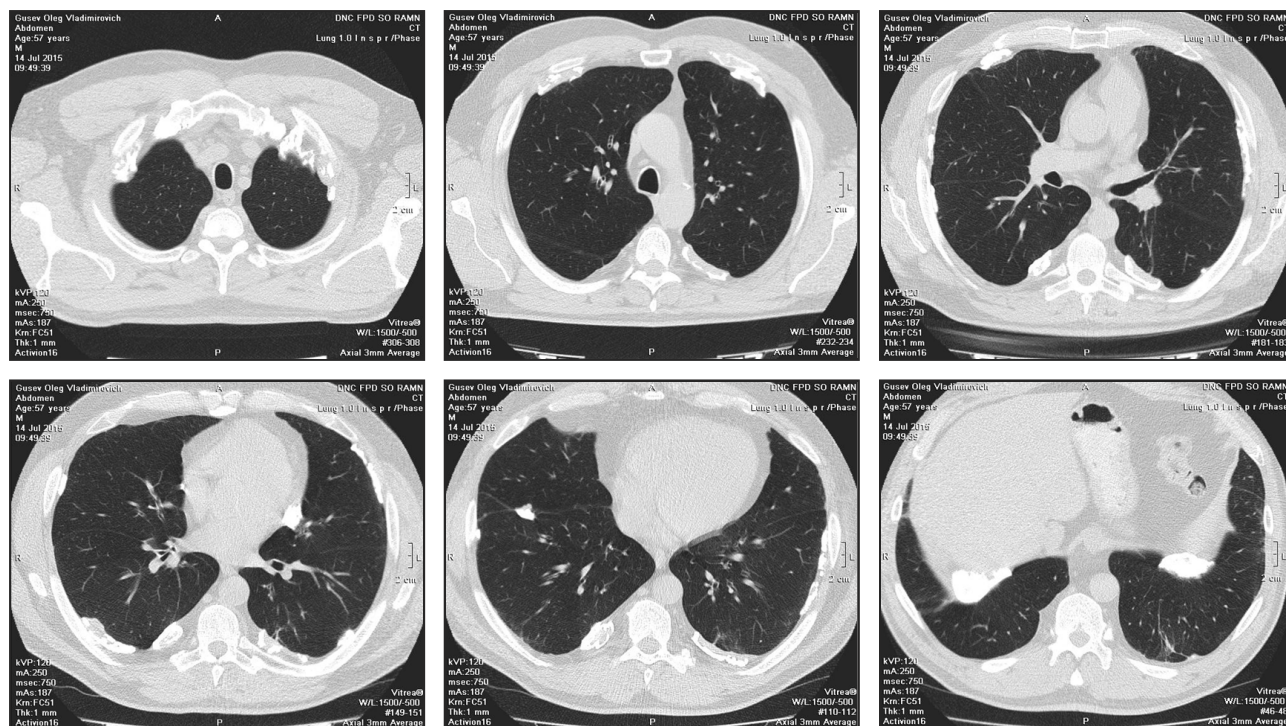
Асбестоз плевры. Серия аксиальных МСКТ-сканов в апикально-каудальной последовательности. Выявляется массивная, в виде бляшек, кальцификация костальных и междолевых плевральных листков. Изменений в трахеобронхиальном дереве и легочной паренхиме не выявлено.
